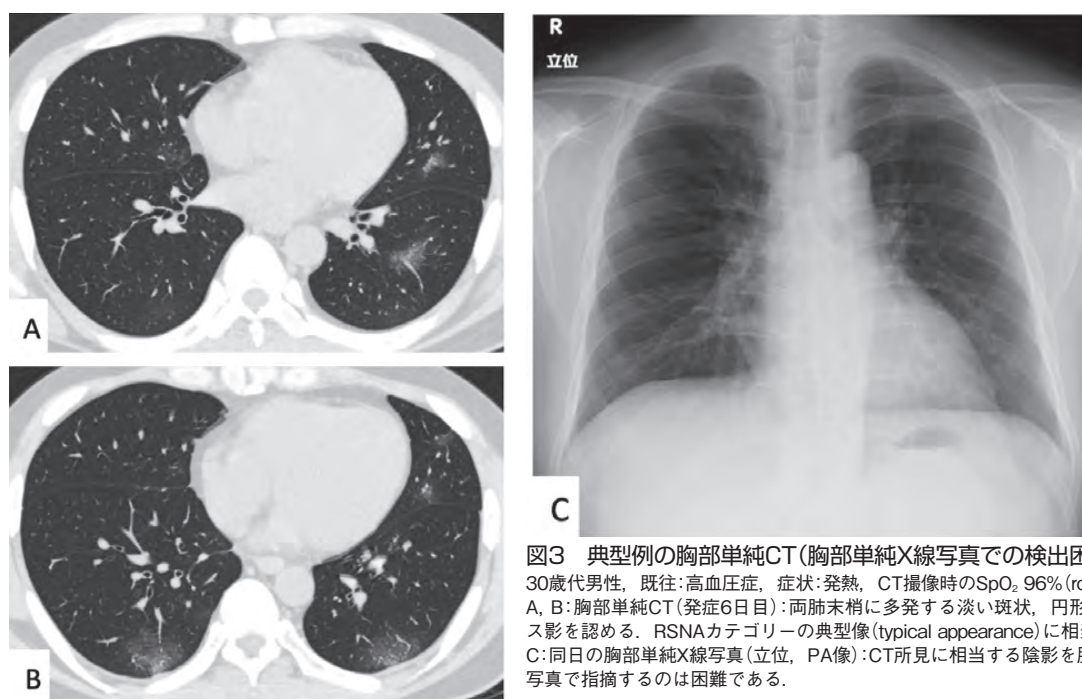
典型例の胸部単純CT(胸部単純X線写真での検出困難例)
